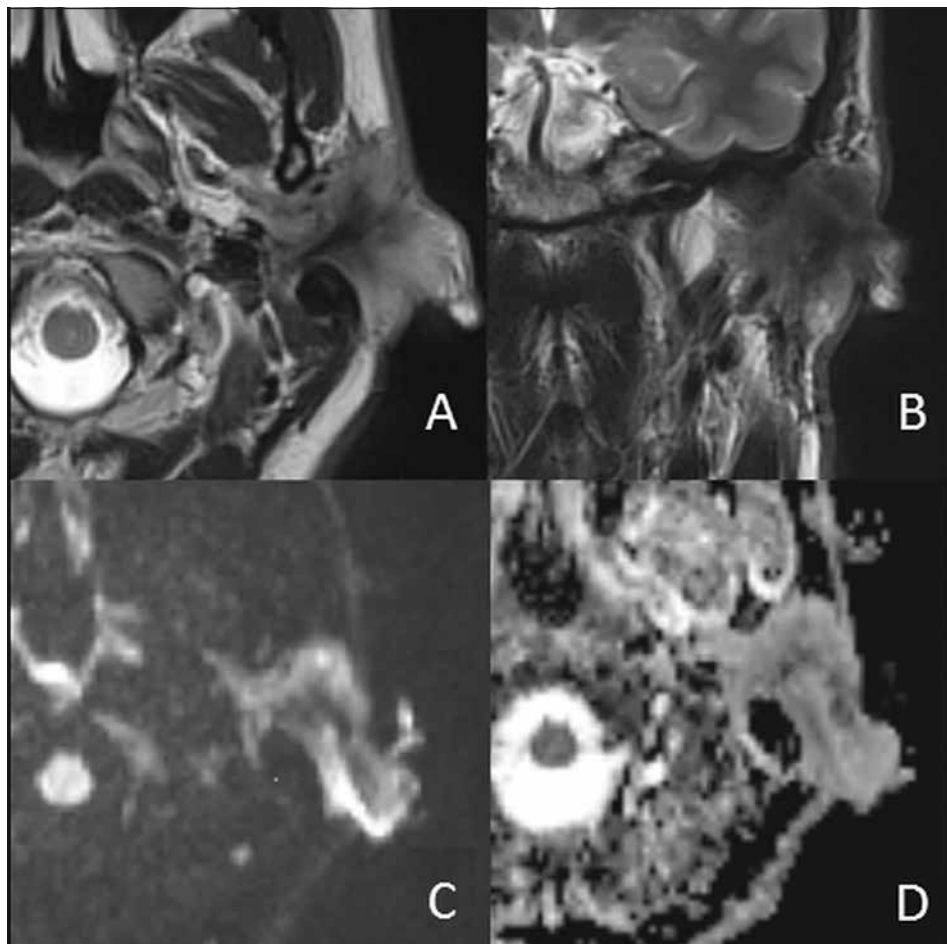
Carcinoma Adenoide Cistico della parotide sinistra. Le immagini RM assiali (A) e coronali (B) T2-pesate mostrano una lesione a margini irregolari e mal definiti con infiltrazione dei tessuti cutanei superficiali, dotata di segnale disomogeneo con componenti centrali a basso segnale. La lesione mostra componenti con elevato segnale nelle immagini pesate in diffusione (C) e basso segnale nelle corrispondenti mappe di ADC (D), reperti compatibili con tessuto ad elevata cellularità.
